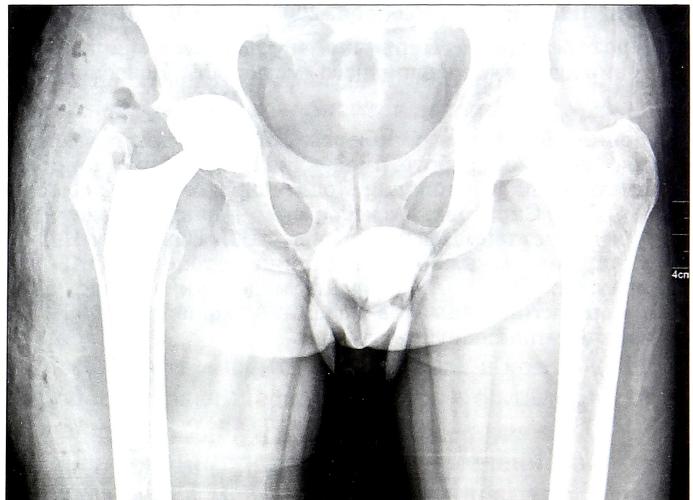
Рентгенограммы больного Ю. 41 года.
